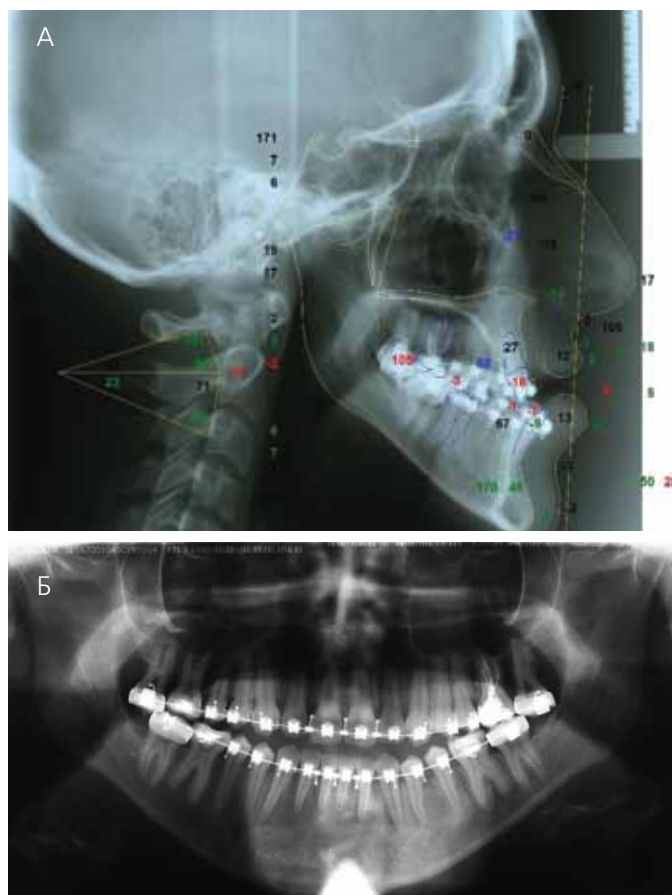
Лучевые методы диагностики после ортодонтической подготовки: А — телерентгенограмма в боковой проекции; Б — ортопантомограмма
